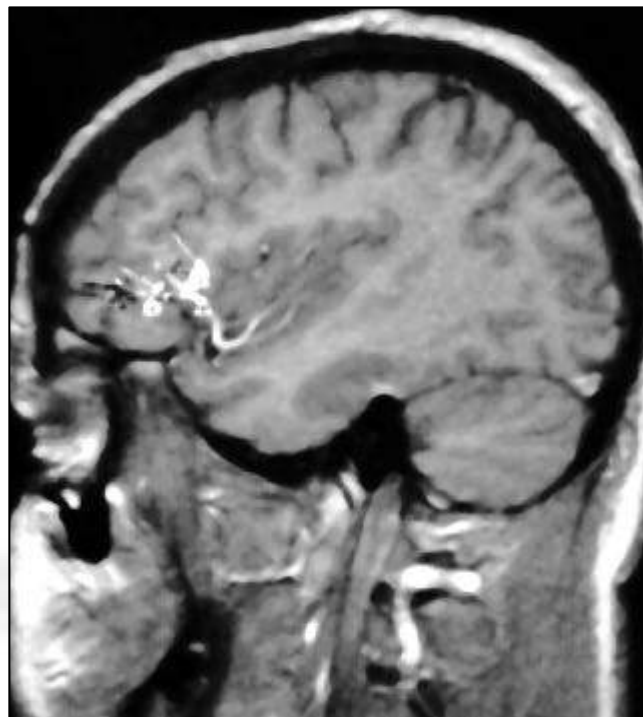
Imagen combinada MEG-resonancia (MSI, *Magnetic Source Imaging*) de la actividad interictal e ictal en un paciente con epilepsia frontal basal.
